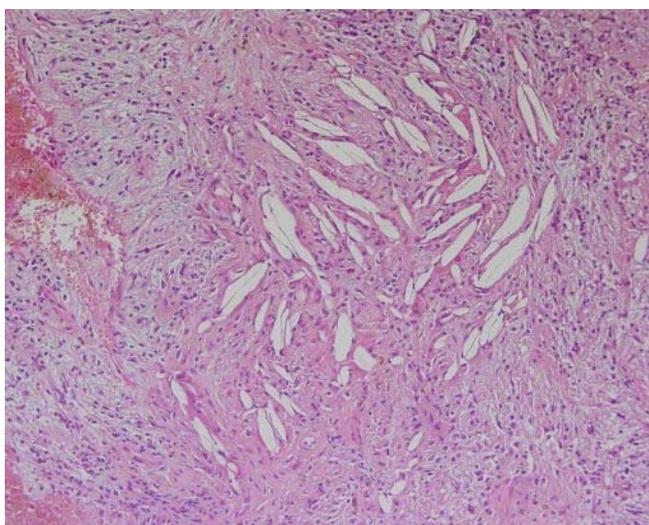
Quiste periapical, zona con cristales de colesterol. Aumento mediano, tinción HE.<sup>27</sup>
